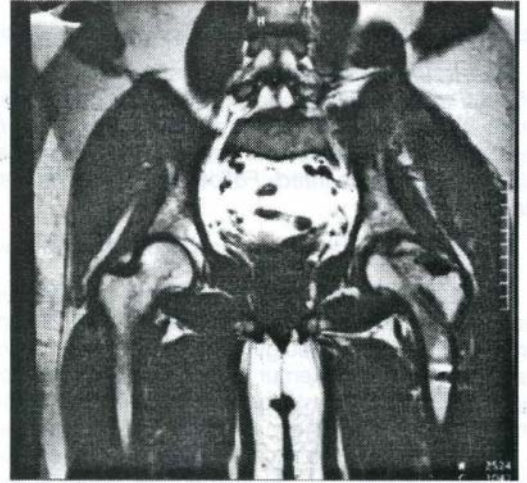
Olgunun ameliyat öncesi MRG'si
